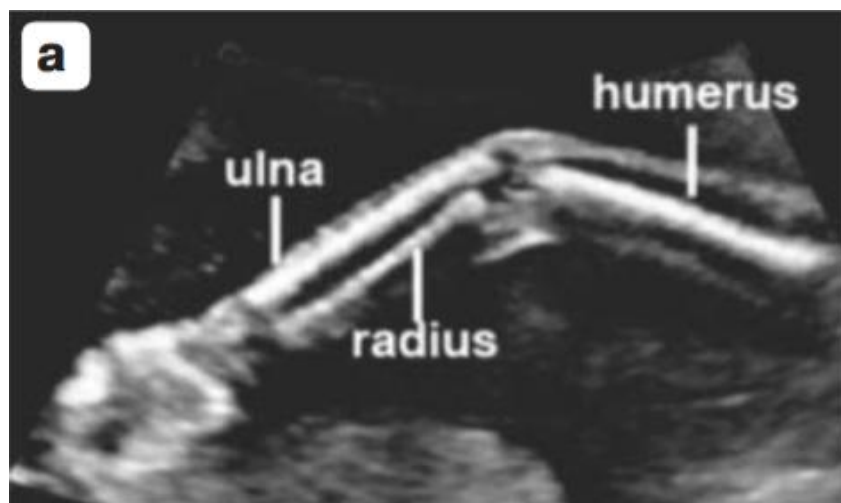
Конечности плода (УЗИ, 2-й триместр).
